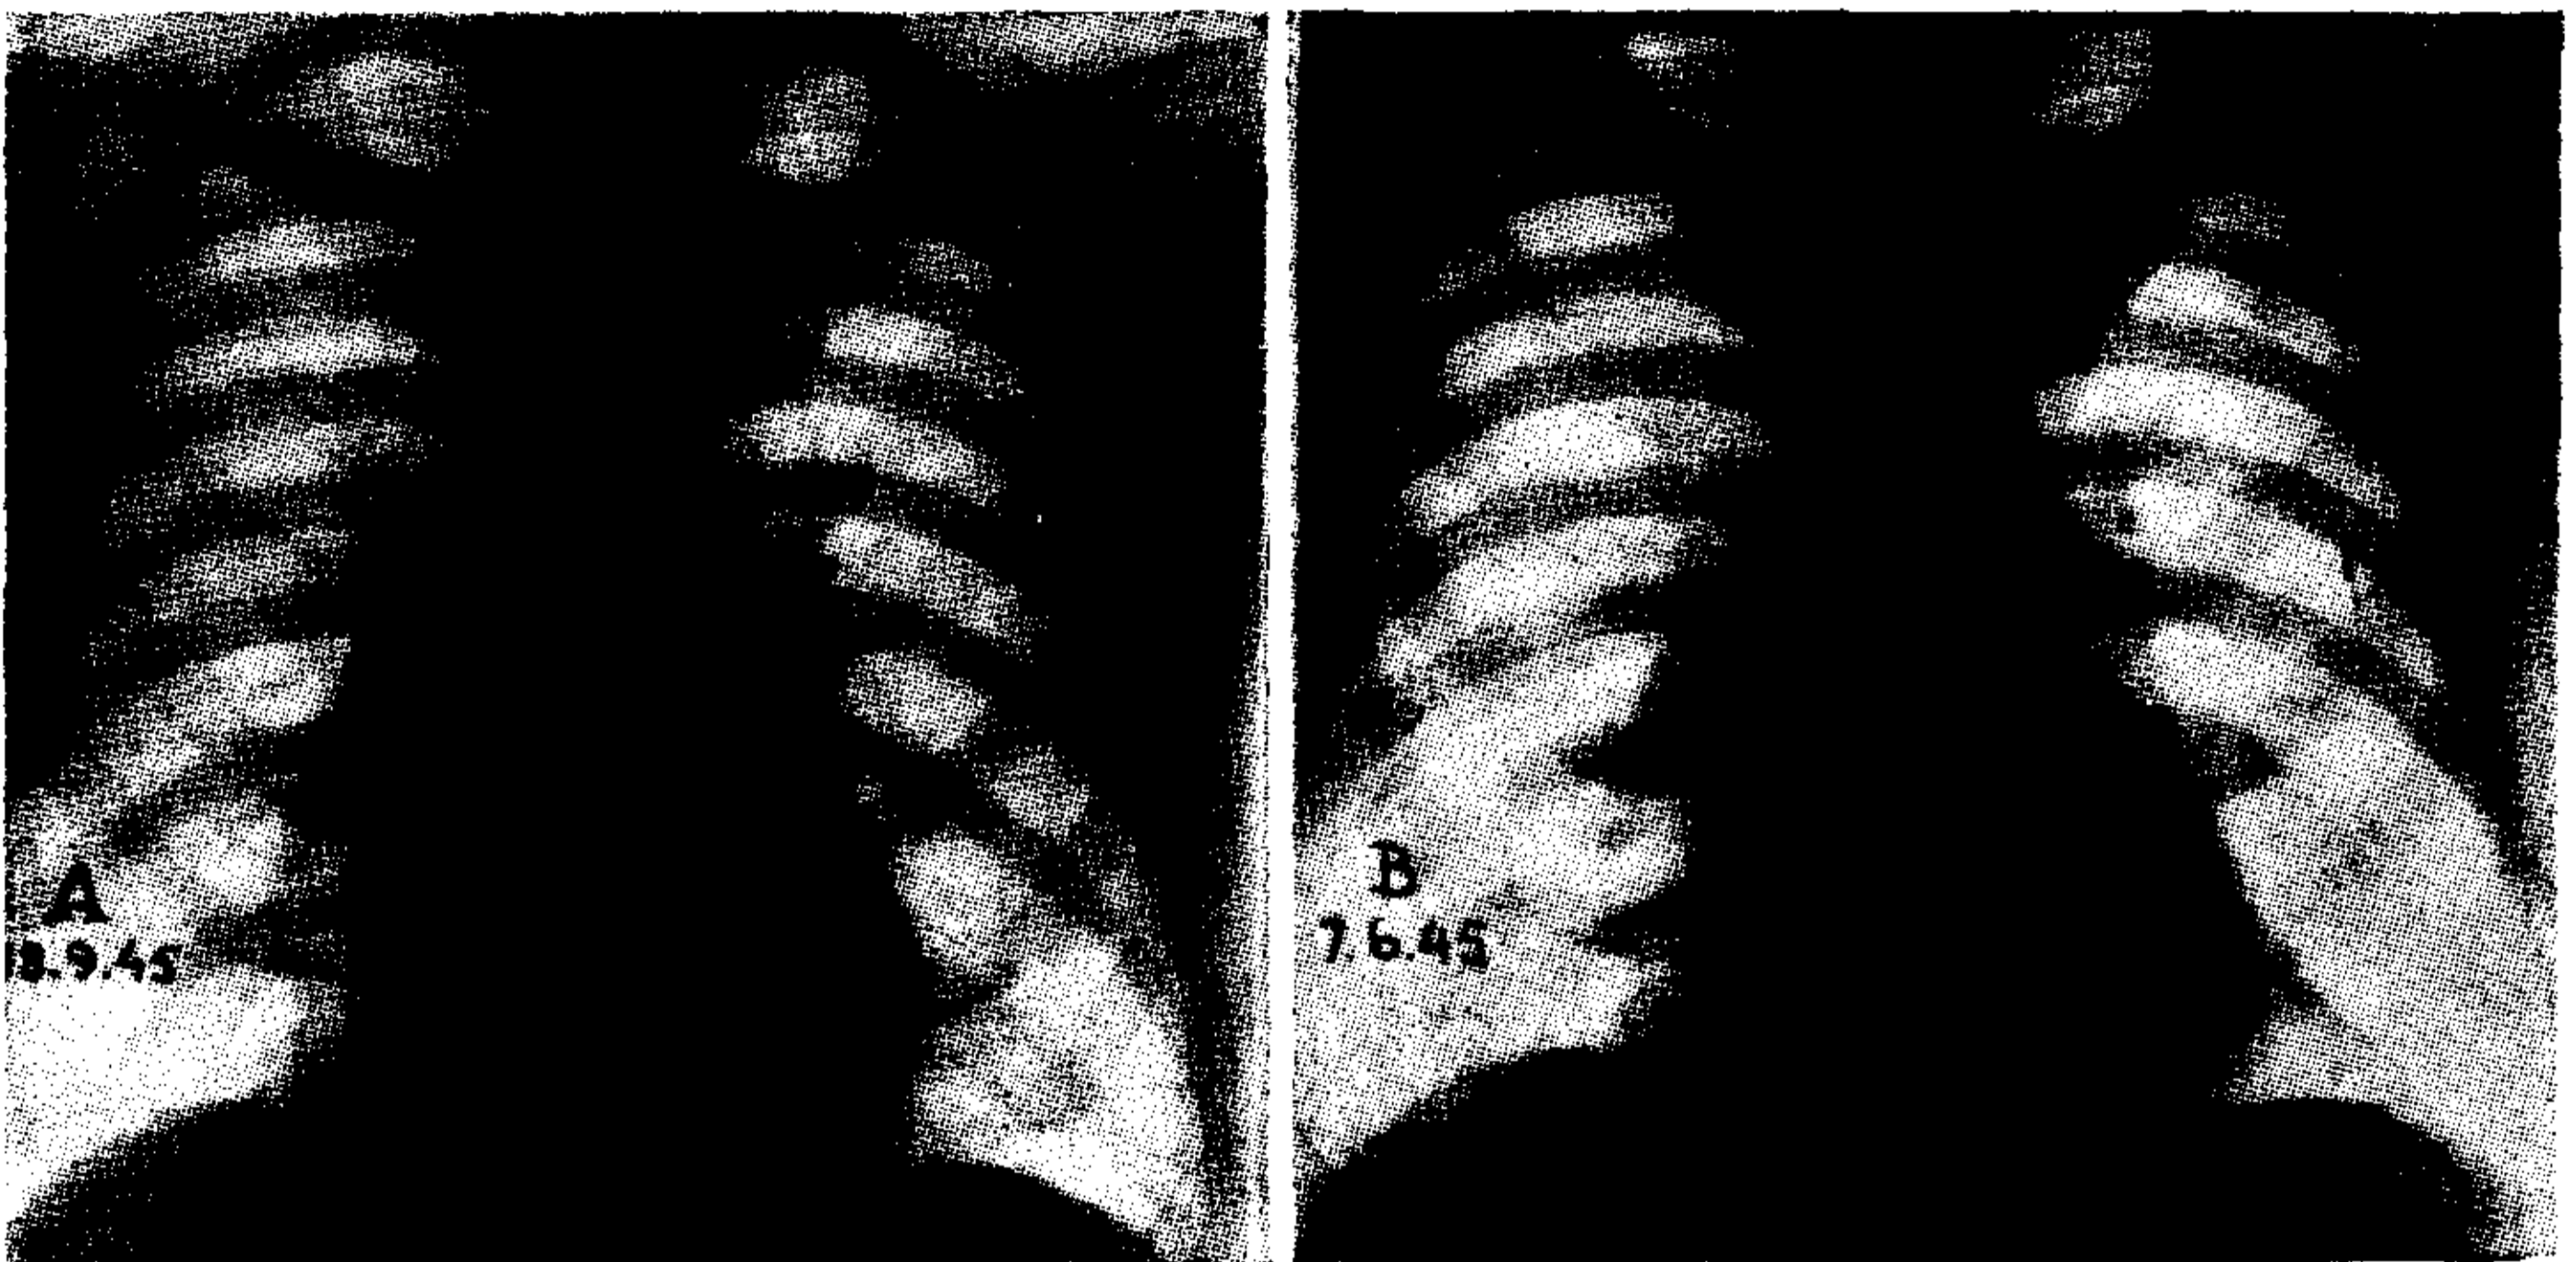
(caso I). — Radiografías realizadas antes y después del accidente coronario. No hay diferencias apreciables en los diámetros cardíacos.
